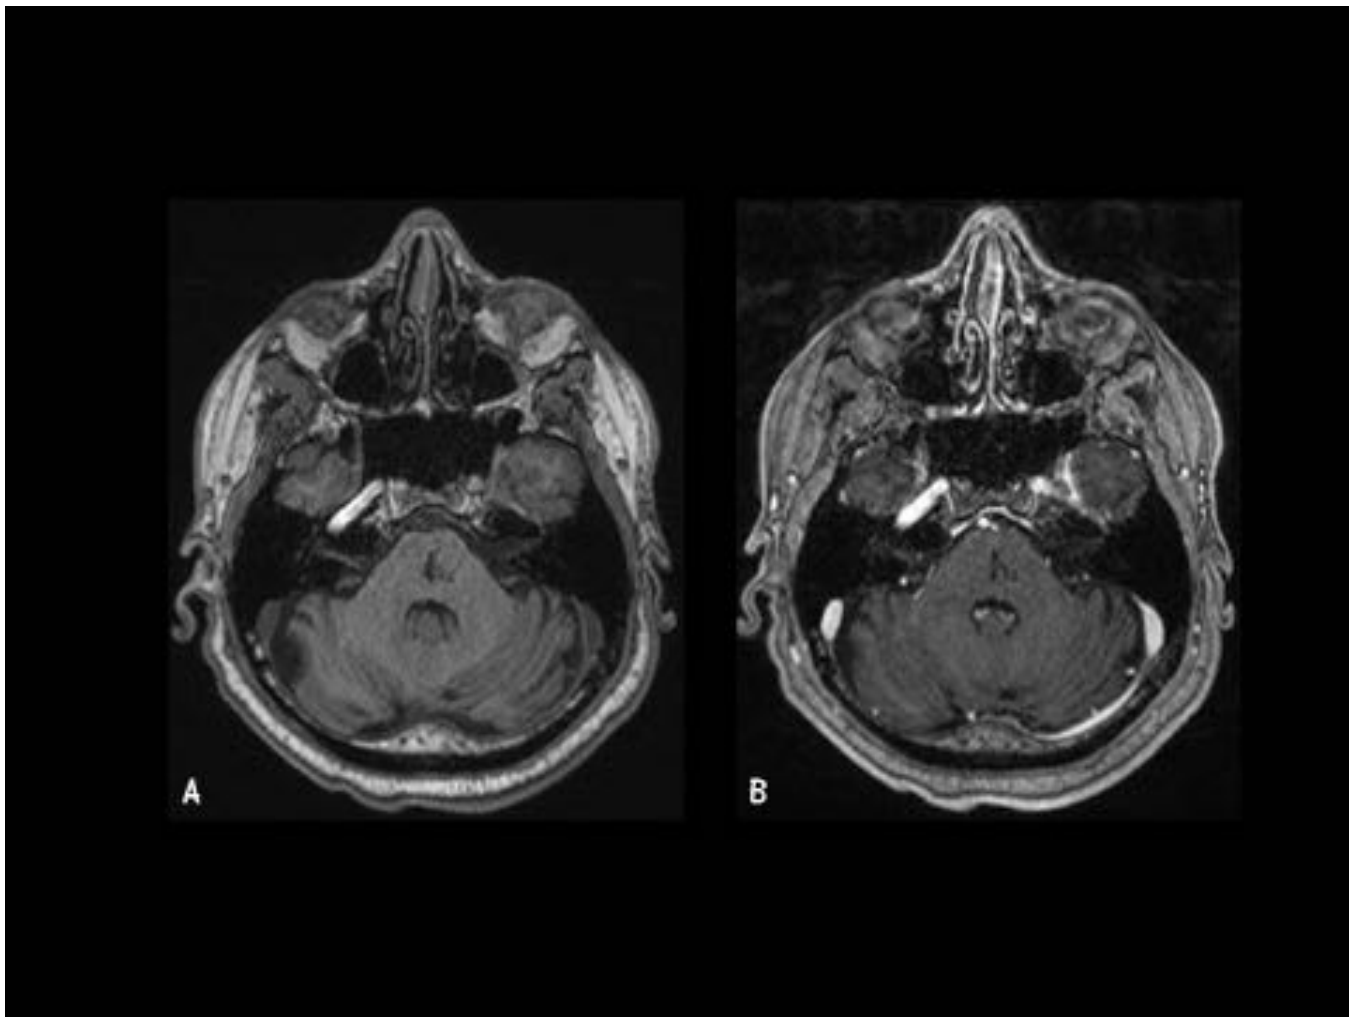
Caso 1. Etiología vascular. Mismo paciente que el caso anterior (Ver figura 4). Imágenes axiales. RM 05/08/2012. A. T1 sin GD. B. T1 con GD. Se aprecia área de encefalomalacia en la zona donde existió el sangrado, que no realza tras la administración de CIV.
